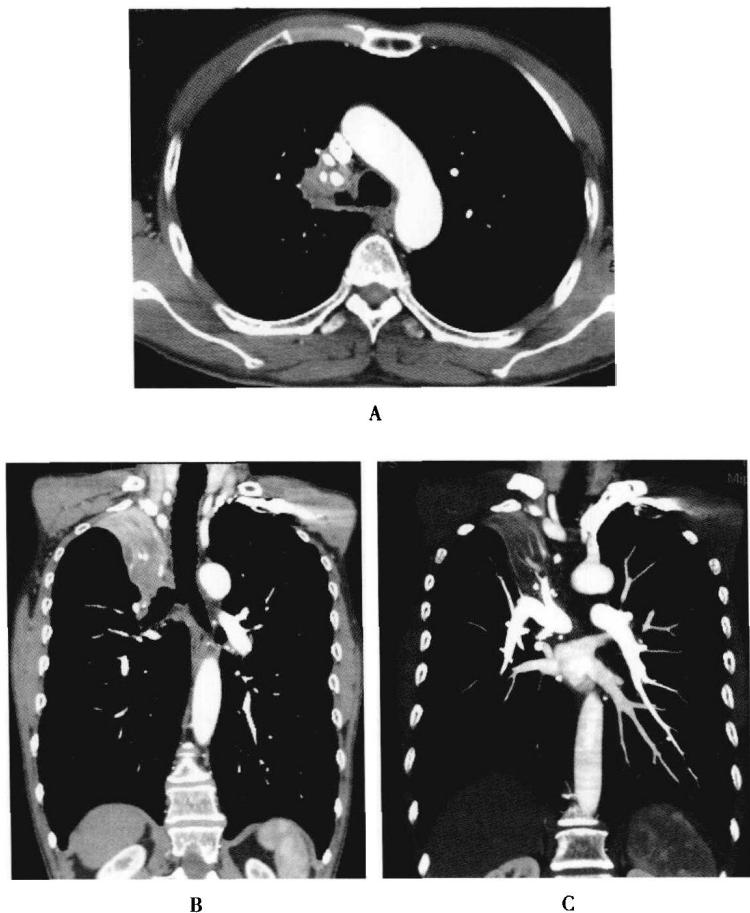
右肺上叶中央型肺癌伴右肺上叶不张。增强CT横断面（图A）显示右肺上叶根部不均匀强化肿物，MPR冠状面（图B）显示肿瘤侵犯至右上叶支气管开口处，并累及右主支气管，右肺上叶不张，提示需要袖式切除；MIP冠状面（图C）显示右上肺动脉受侵，未累及右肺动脉干，MPR和MIP显示肿瘤与气管及支气管、肺动脉的关系比横断面有优势
